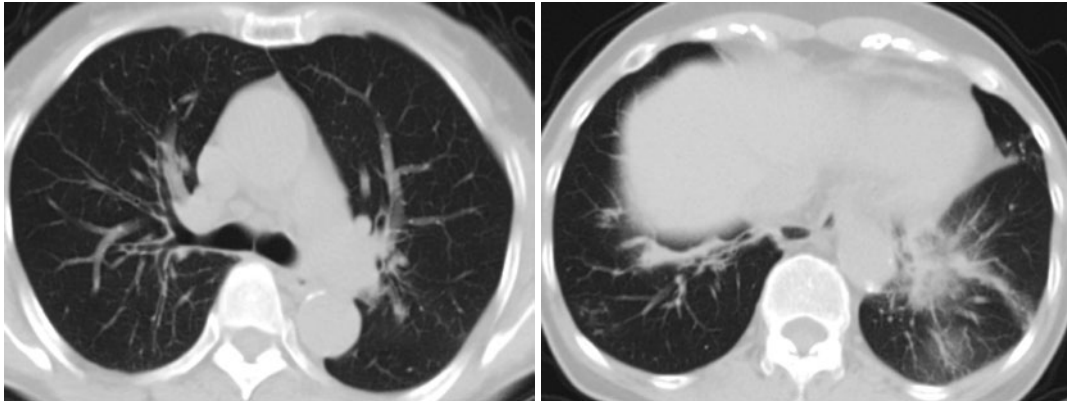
胸部単純CT (入院時). 気管支壁の肥厚, 両側下葉に部分無気肺, 両側下葉と舌区に多発する小結節を認める.
